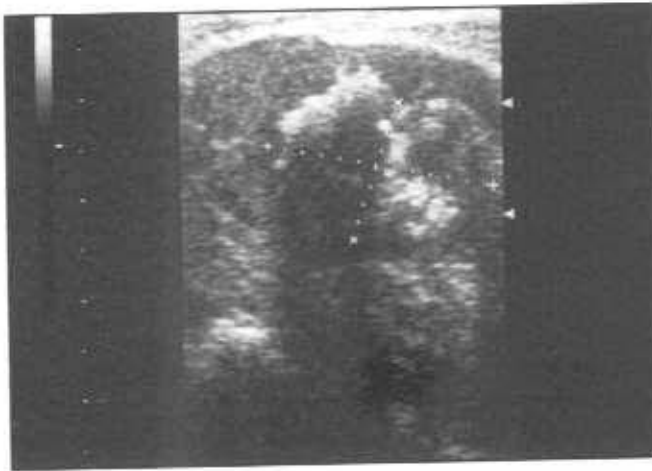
Эхограмма предстательной железы (ТРУЗИ, продольный срез). Значительная часть железы замещена опухолевой тканью с выраженными явлениями кальцинации, маскирующими опухолевый процесс.
